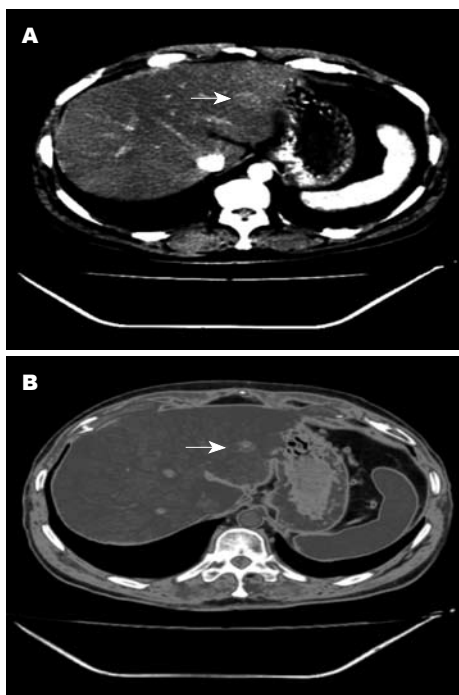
例2 CT示肝左叶有一病变(箭头). A: 增强; B: 延迟.
